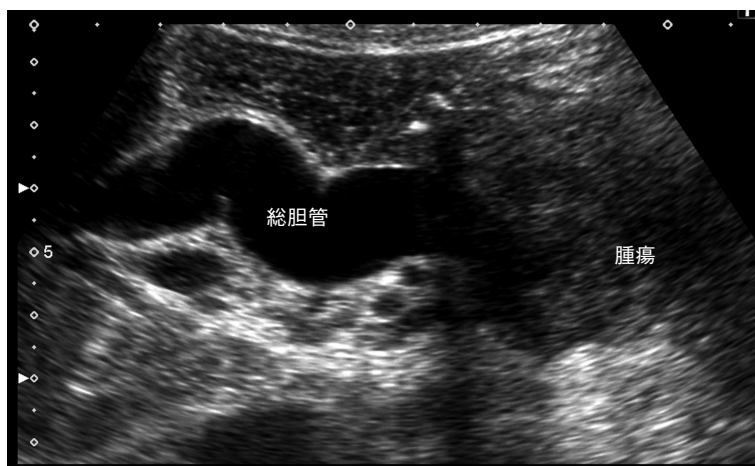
超音波により胆管拡張ならびに腫瘍による胆管閉塞が認められた急性胆管炎の1例
